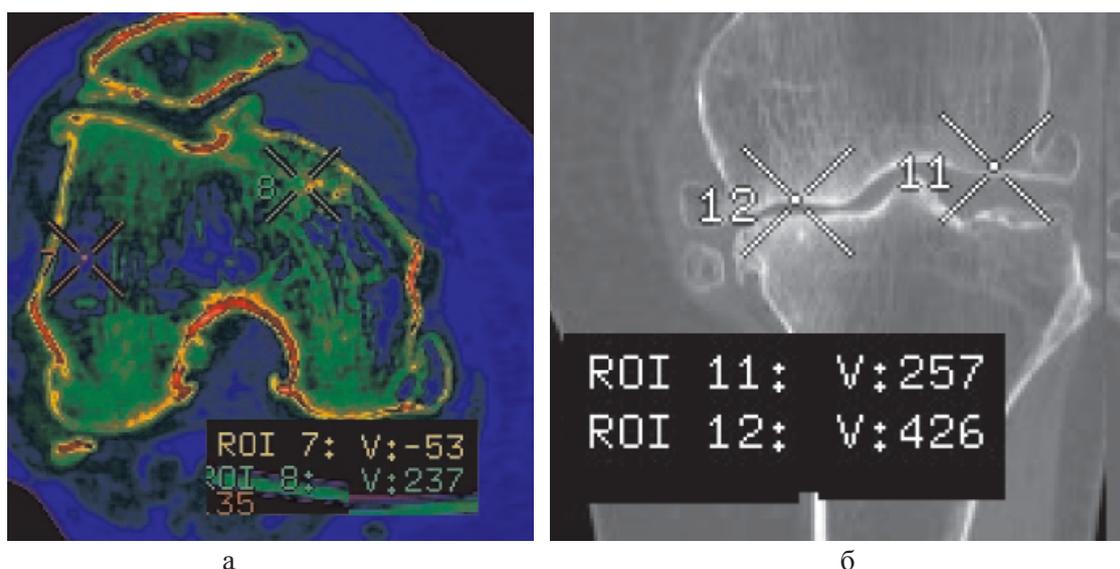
МСКТ коленного сустава больной Б., 70 лет. Аксиальный срез, Color Map (а), MPR во фронтальной плоскости (б)
